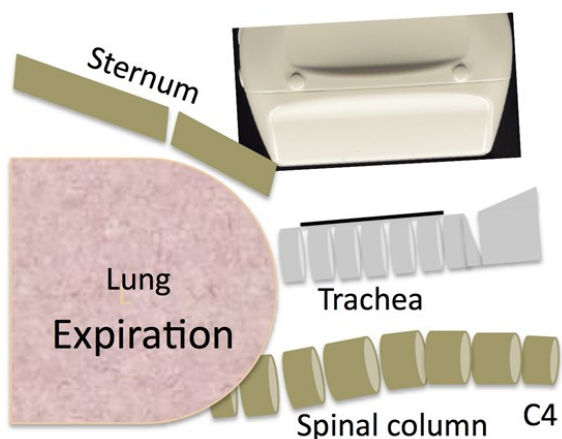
超音波プローブと気管輪、胸骨、および肺の位置関係。
